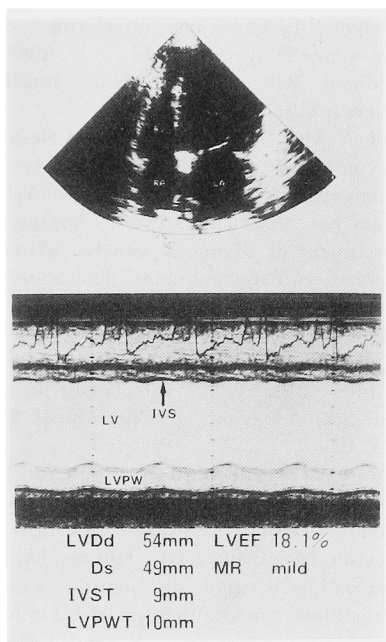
心エコー図。左室の拡張, 低収縮, 軽度の僧帽弁閉鎖不全を示したが心筋の菲薄化は認めなかった。
